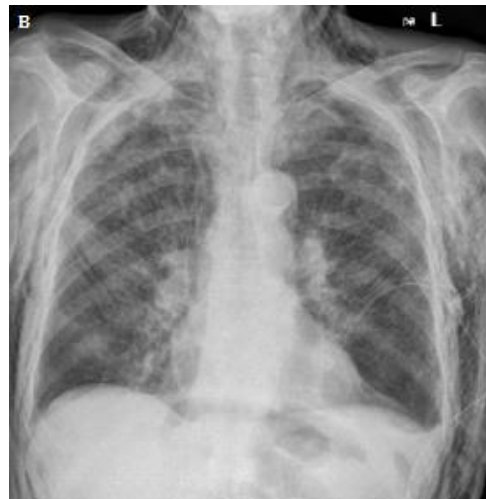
A: Detalhe de radiografia frontal mostra mastectomia total unilateral (retirada de mama direita). B: Enfisema subcutâneo em paciente vítima de politraumatismo, lesões de partes moles. C: Detalhe de radiografia frontal de um recém-nascido em unidade de terapia intensiva mostrando atelectasia parcial de pulmão direito e total de pulmão esquerdo. A cânula endotraqueal apresenta intubação seletiva estando locada no brônquio intermediário do pulmão direito (seta preta).
